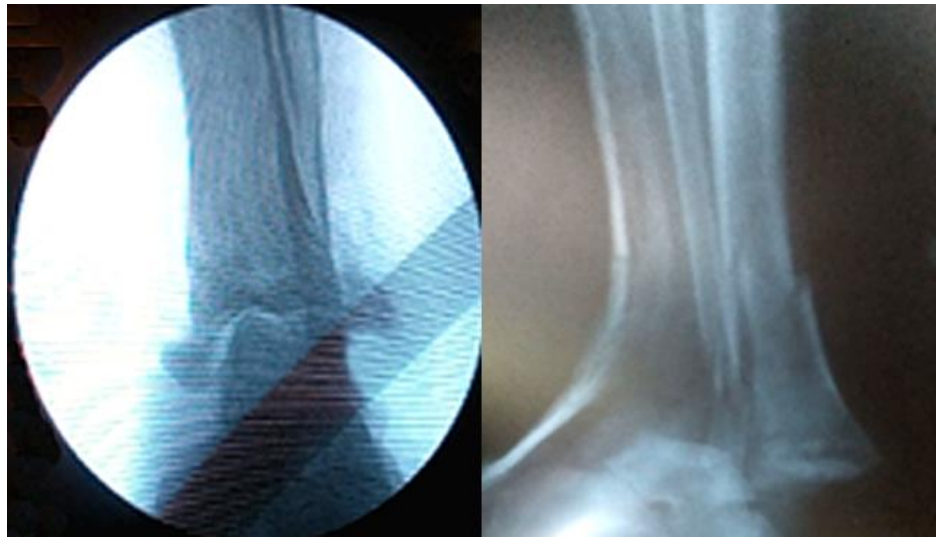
Radiografías en vistas AP y lateral: se observa fractura-luxación tibioastragalina posterior y lateral, fractura oblicua de tercio distal de tibia y peroné, y fractura trimaleolar de Cotton.
